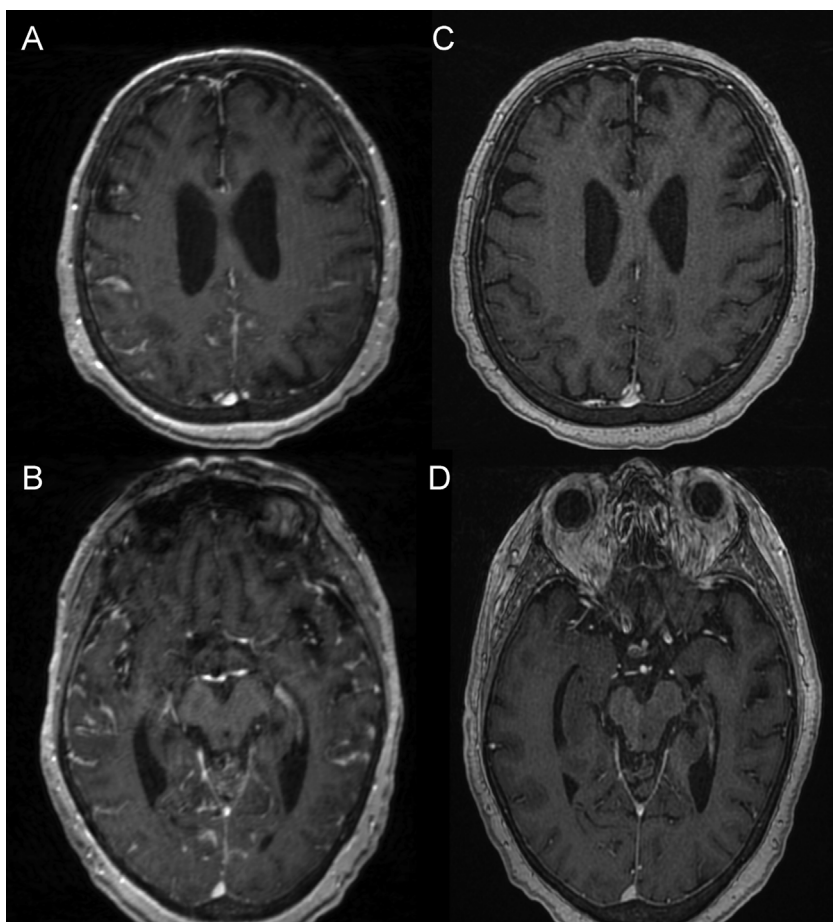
Coupes axiales d'imagerie par résonance magnétique (IRM) cérébrale en séquence T1 après injection de gadolinium passant par les ventricules latéraux (en haut) et par les pédoncules cérébraux (en bas). En A et B (imagerie initiale), on observe une prise de contraste diffuse leptoméningée, qui a totalement régressé en C et D (six mois après).
